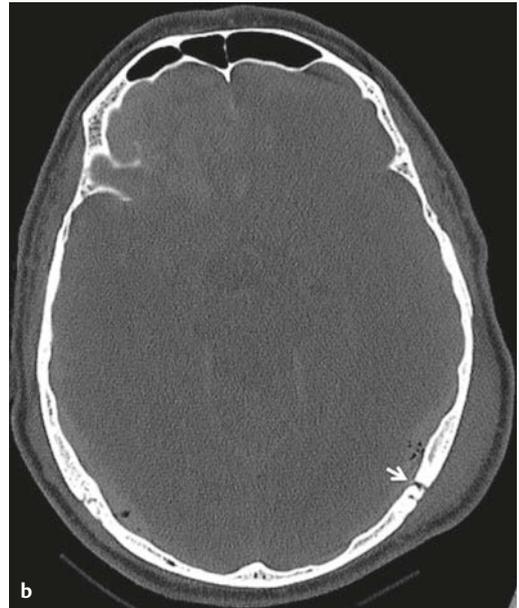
Schädelhirntrauma im CT.
